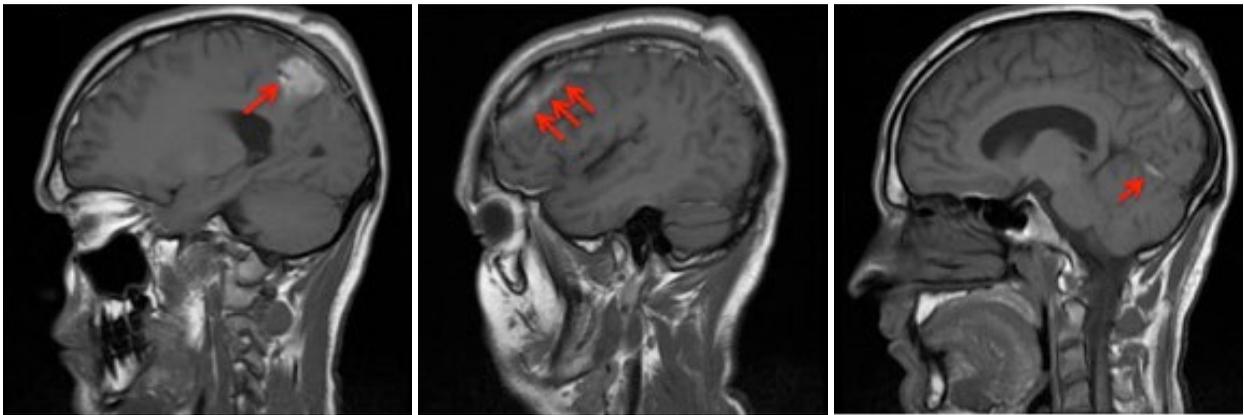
Resonancia magnética. Hematoma epidural subyacente a craneotomía frontotemporal derecha y hematoma epidural subyacente a craneotomía parietal posterior derecha.
